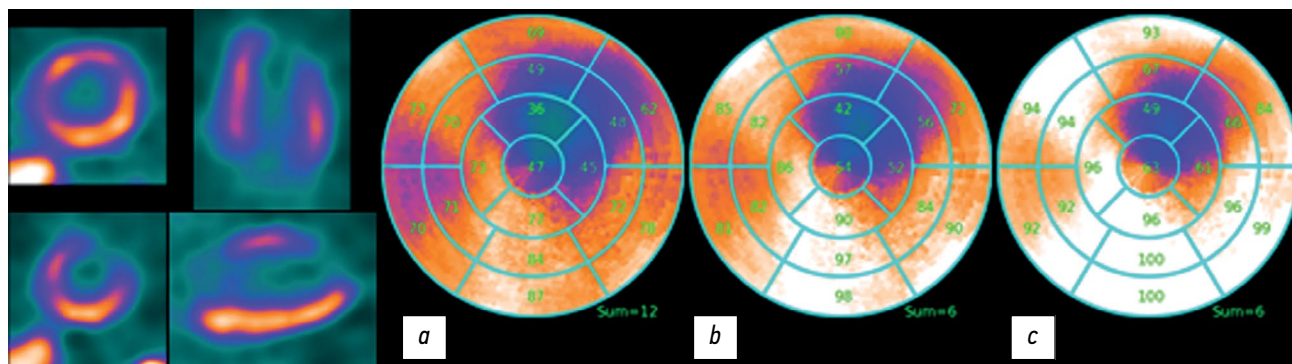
AC/RR. Полярные карты реконструированного изображения перфузии миокарда левого желудочка. Реконструкция проведена с коррекцией поглощения (AC) и с учётом восстановления разрешения (RR). Оценки показателя Summed Rest Score (SRS): *a* — $S_{max}=12$; *b* — $S_{90}=6$; *c* — $S_{norm}=6$.
